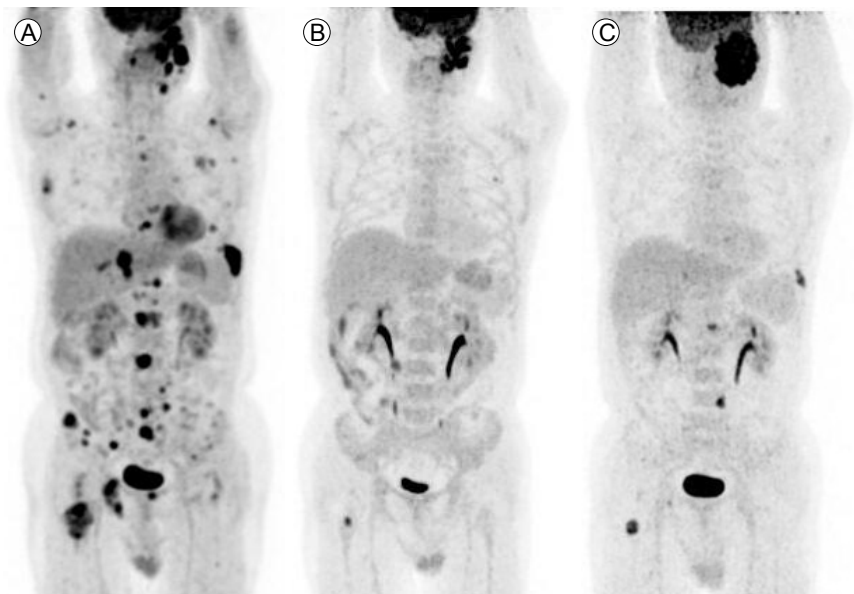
Serial PET/CT images of the bone lesions show metastatic lesions in the lumbar spine and right femoral neck at diagnosis (A), decreased FDG uptake of the metastatic bone lesion after the fourth chemotherapy cycle (B), and new metastatic bone lesions before palliative radiotherapy (C). PET, positron emission tomography; CT, computed tomography; FDG, fluorodeoxyglucose.
